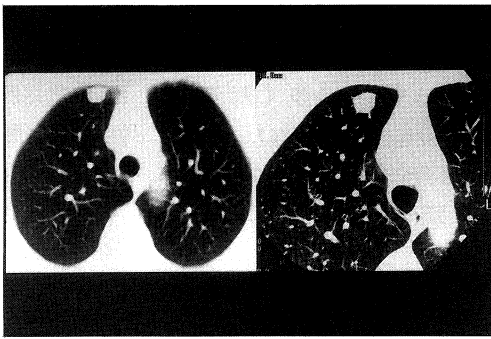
CT-scan of the lung
